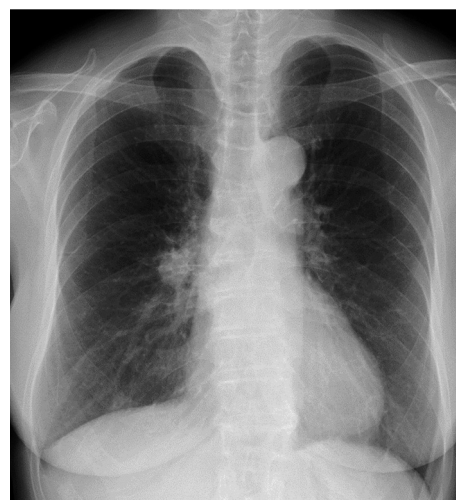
Chest X-ray film on admission shows a 20-mm nodular shadow in the right hilum of the lung.
